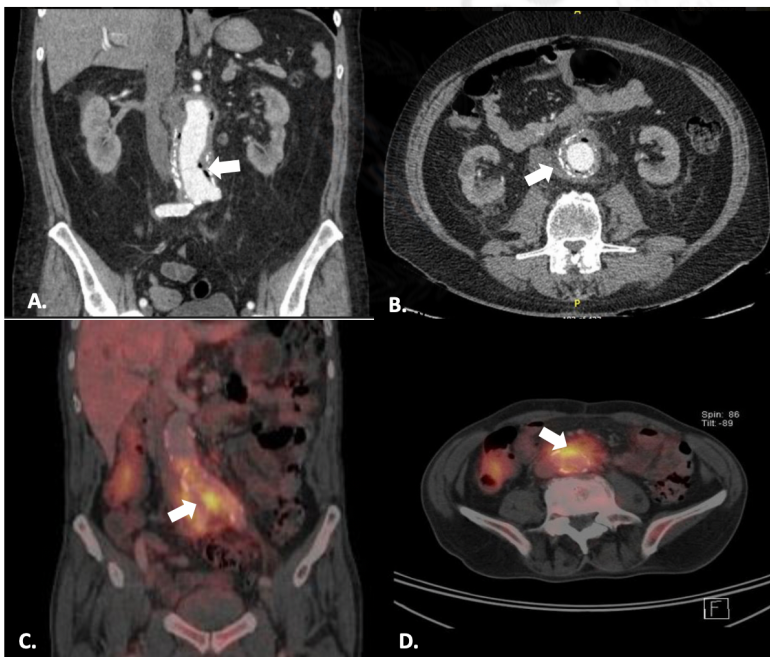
Imágenes diagnósticas en IPA. A. Burbujas de gas periprotésico. B. Colección y gas periprotésico. Además se aprecian cambios inflamatorios retroperitoneales. C y D. Realce periprotésico de actividad metabólica en PET-CT, sugerente de infección.
